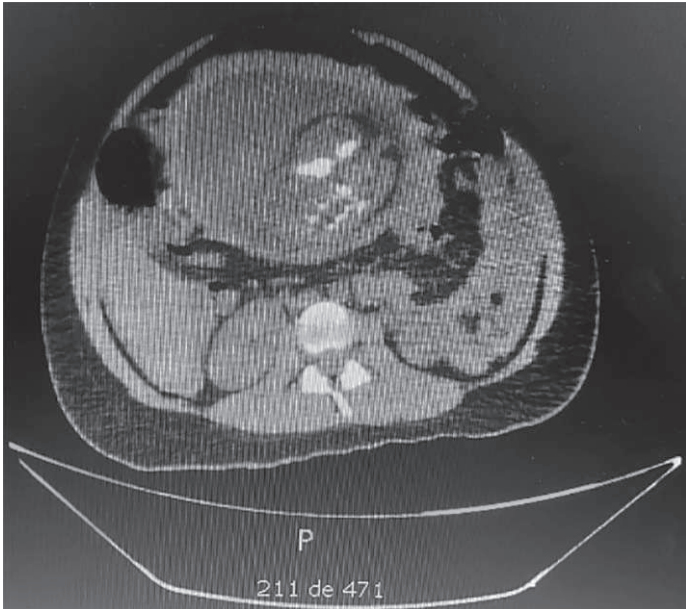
Tomografía computada con dorso del feto, que muestra líquido libre.
